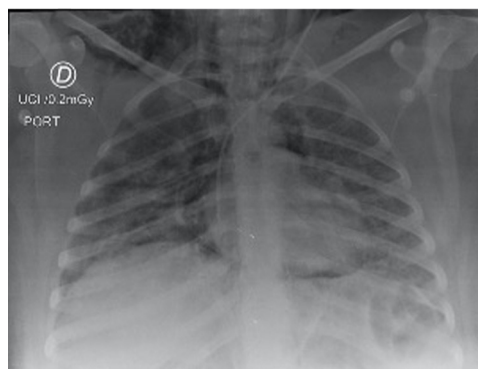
Radiografía de tórax portátil en la que se observa enfisema de tejidos blandos de región cervical. Líneas aéreas radiolúcidas que delimitan el contorno cardíaco y la continuidad de los diafragmas.
